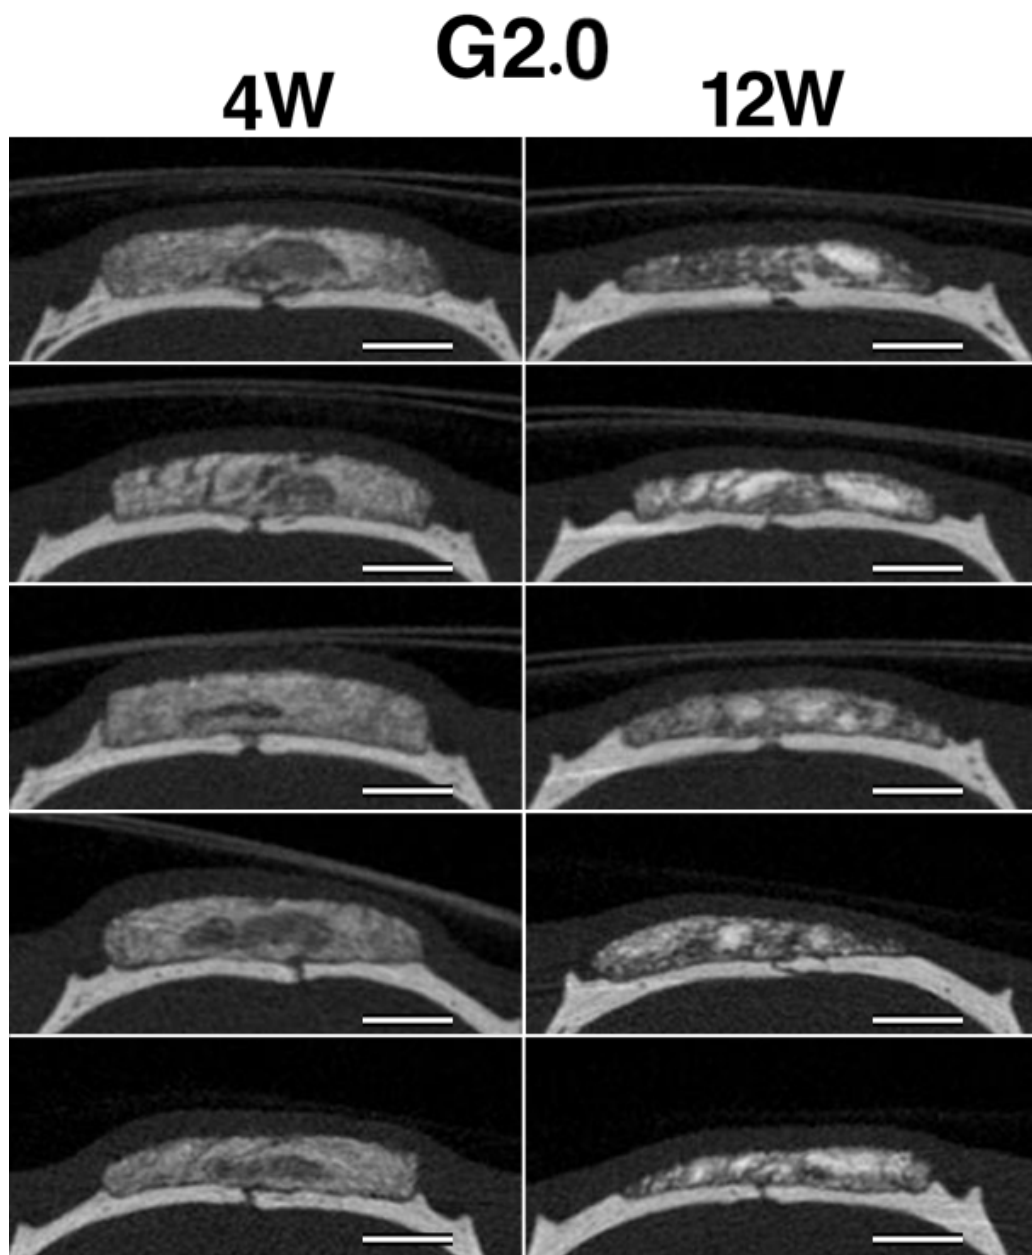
G2.0の埋入後4，12週時のマイクロCT像
